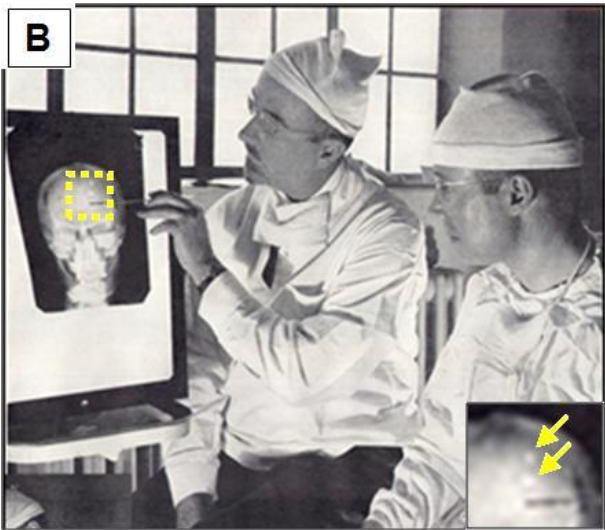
A y B. A) Walter Freeman (izquierda) y James Watts (derecha) justo antes de realizar una leucotomía prefrontal empleando un abordaje superior. B) Minutos después, analizando las radiografías posoperatorias. Inserto en B: dos orificios de trépano a nivel de la sutura coronal izquierda..
